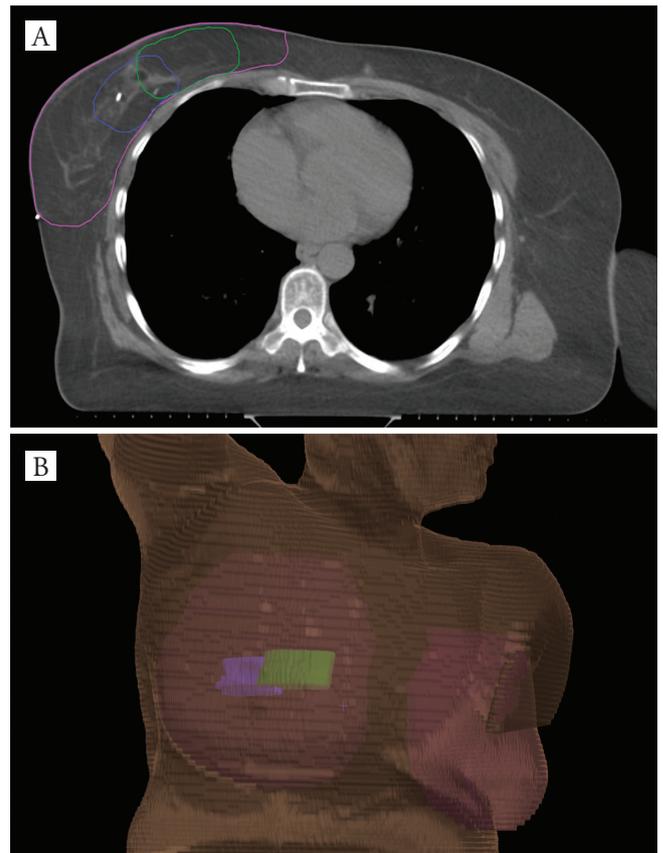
Tomografia de planejamento da radioterapia demonstrando os clips cirúrgicos em leito operatório e a área do boost.
